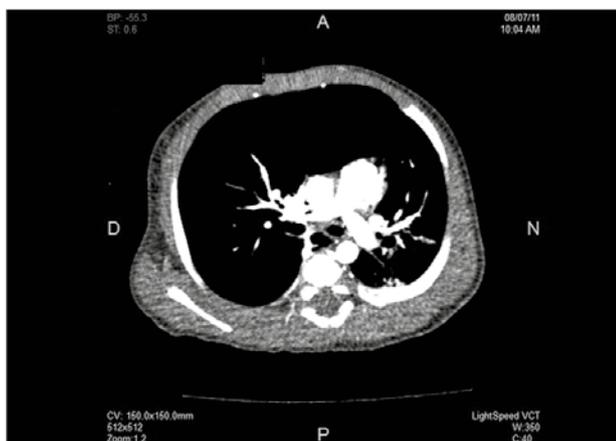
TAC de tórax. Corazón y mediastino desplazados a la izquierda de la línea media con signos de hiperinsuflación de campo pulmonar derecho y pérdida de volumen en el campo pulmonar izquierdo.
